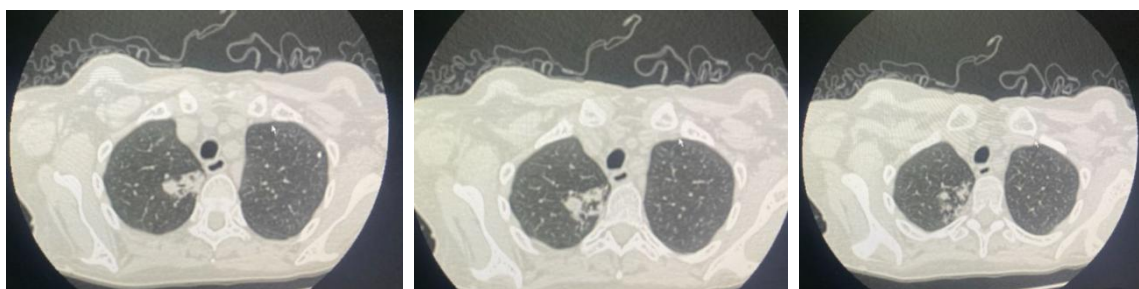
12б, 12в – Аксиальные срезы КТ ОГК пациента О.Е.В.
